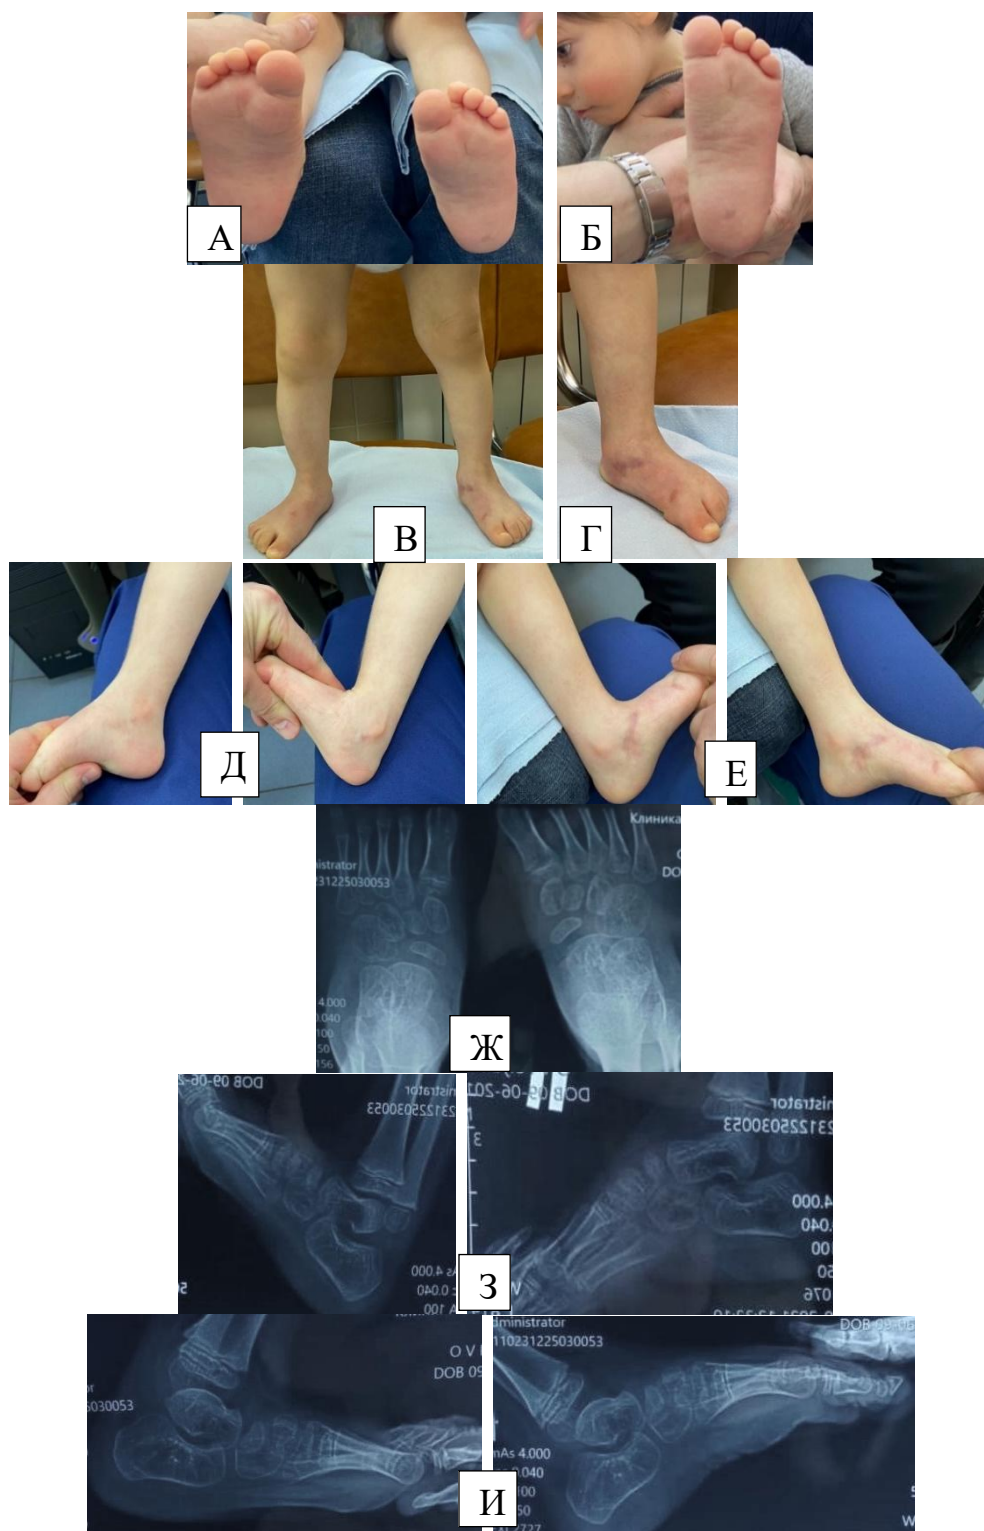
Пациентка П. с 2-х сторонней ВВТ с неверифицированным синдромом в 3 года 4 месяца, через 2 года после операции. А, Б, В, Г – фото стоп ребенка. Д – правая стопа. Е – левая стопа. Ж-И – рентгенограмма стоп. Ж – прямая проекция. З – правая стопа с тыльной и подошвенной флексией. И – левая стопа с тыльной и подошвенной флексией
